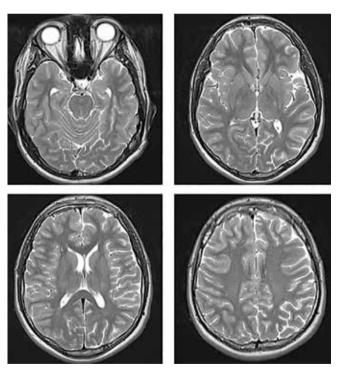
На магнитно-резонансных томограммах в режиме T2 больного X. (через 6 мес после удаления субдуральной эмпиемы и на 11-е сутки после краниопластики аутокостью) стояние костного трансплантата правильное, признаков рецидива субдуральной эмпиемы нет
